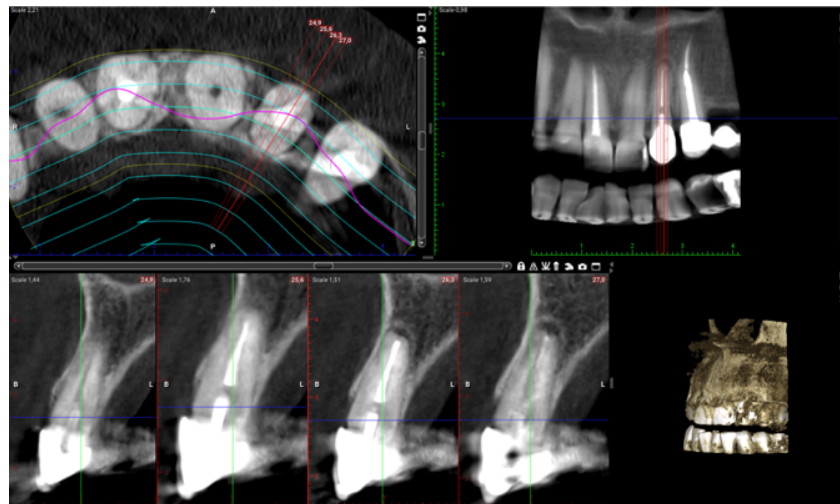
Diferentes cortes do CBCT da zona anterior da maxila
